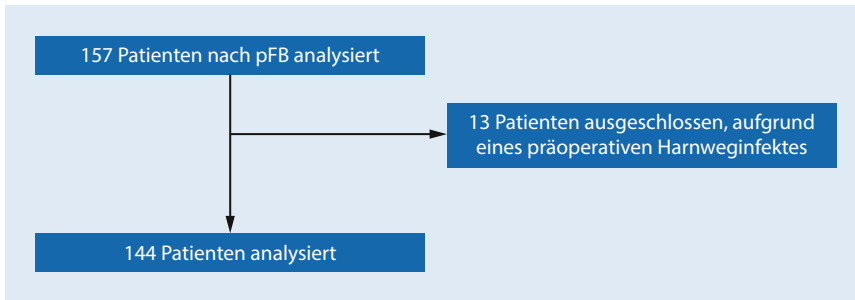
▲ Ein- und Ausschluss der Patienten (pFB perineale MRT-/Ultraschallfusionsbiopsien)
